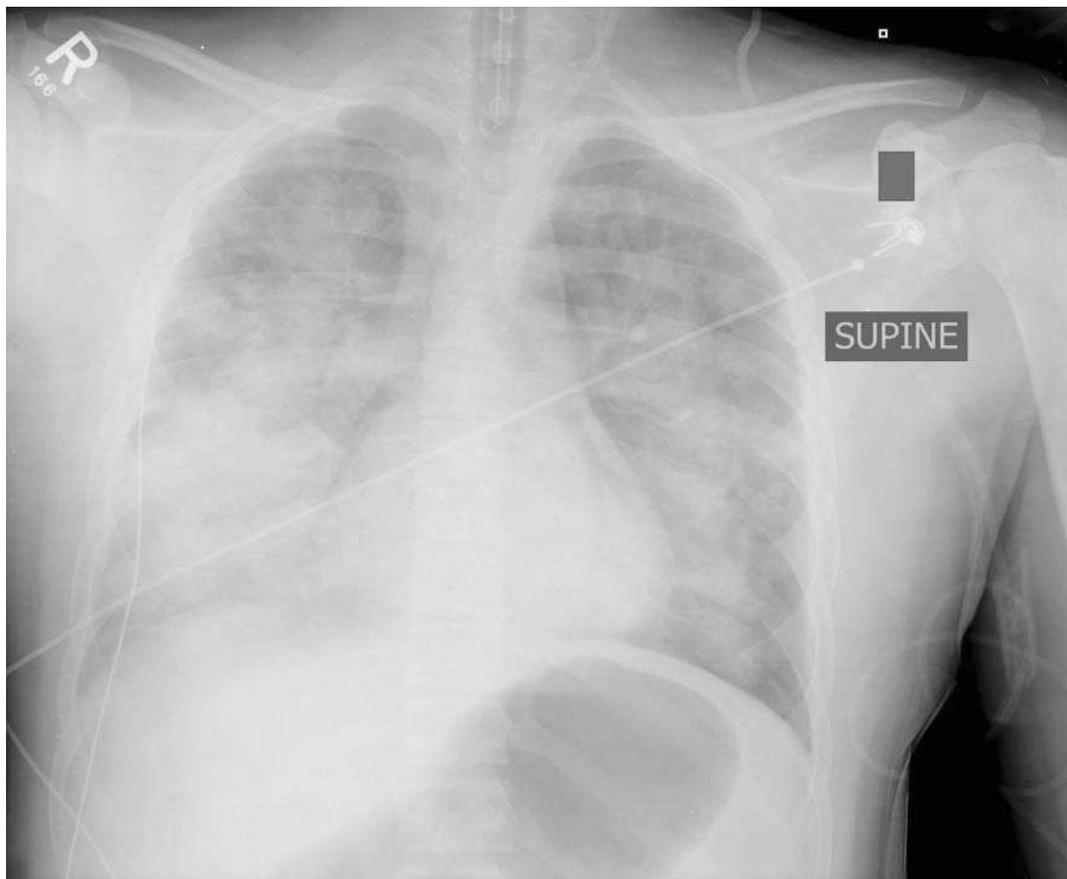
Radiografía torácica del paciente tras su llegada al centro receptor (decúbito supino; dispositivo portátil).
